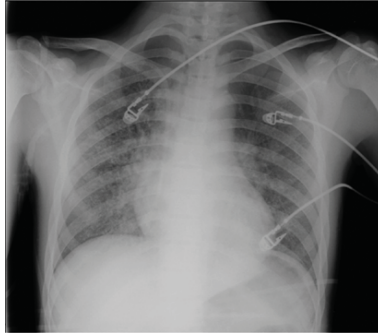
Radiografía que muestra datos de edema pulmonar agudo en un paciente con insuficiencia renal crónica.
